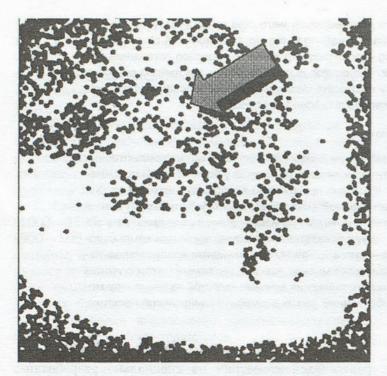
Принтерная копия фрагмента рентгеноденситограммы больного с ЭЛ. Ригидные зоны (область точек) в режиме неизменяемой яркости изображения в различные фазы дыхания (показано стрелкой). Объяснения в тексте.
